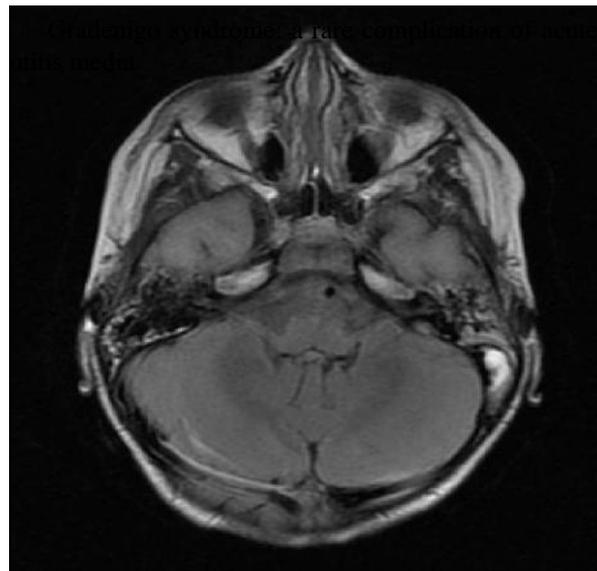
Resonancia magnética de cráneo y mastoides. Se visualiza a nivel de seno lateral izquierdo imagen hiperintensa compatible con trombosis.
